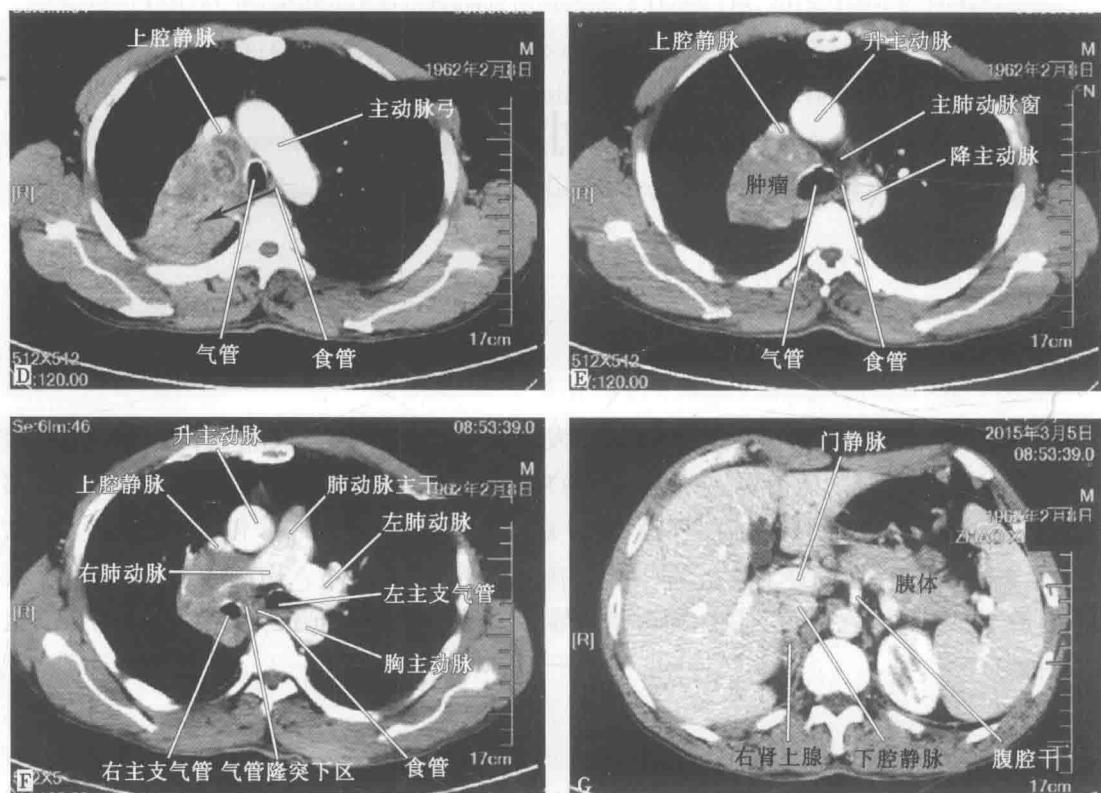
CT 见右上肺和纵隔占位和疑诊右肾上腺转移(续)
